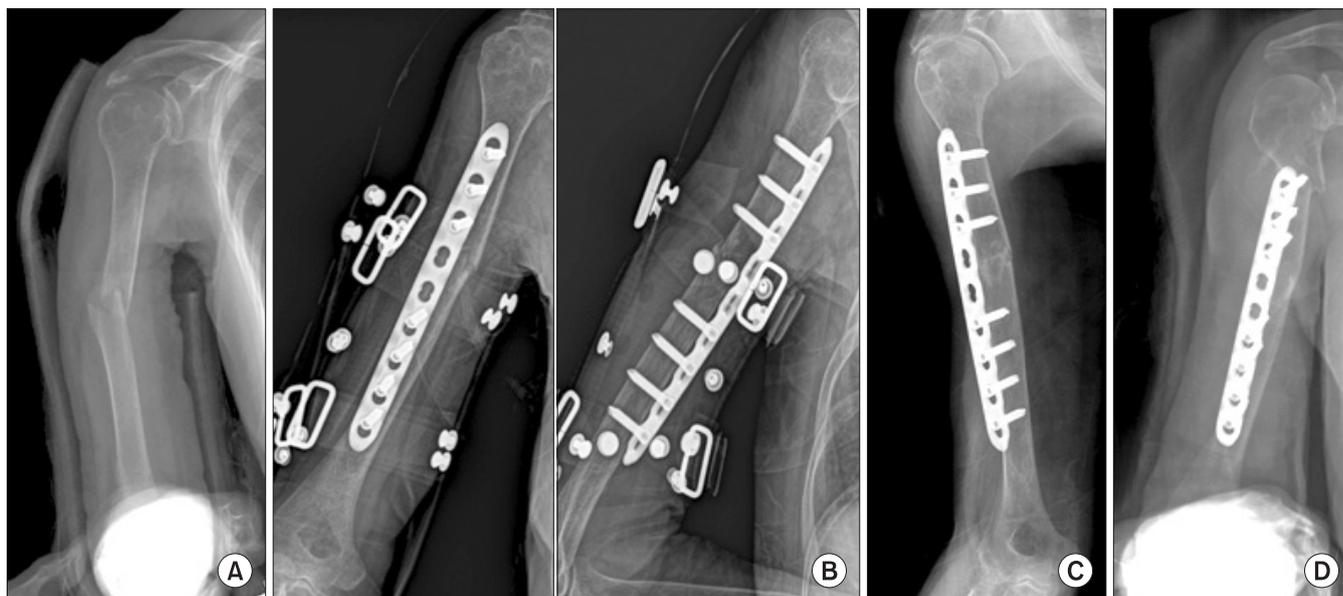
(A) The radiograph of a 83-year-old female's humerus showed fracture of the shaft. (B) The post-operative anteroposterior and lateral radiographs showed acceptable reduction with locked plating. (C) The follow-up radiograph 11 weeks after operation showed callus formation around the fracture site. (D) The follow-up radiograph 12 months after operation showed periprosthetic fracture around the most proximal locking screw.
